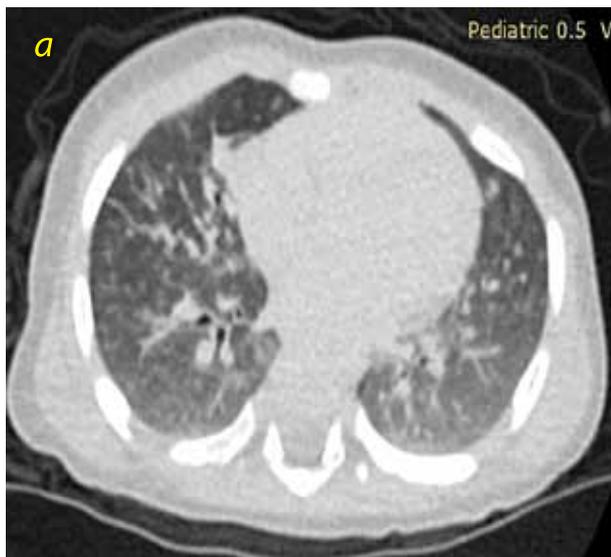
Пациент К., КТ органов грудной клетки от 01.04.2020 г. в аксиальной (а) и коронарной (б) проекциях; пояснения – в тексте
